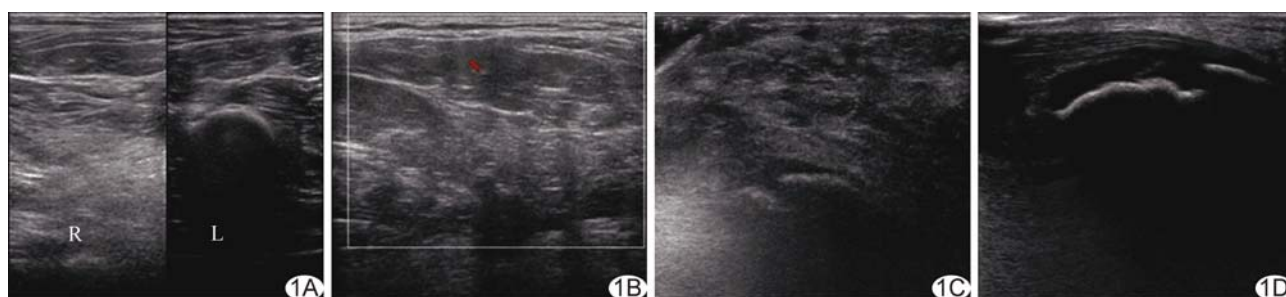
脂肪母细胞瘤病的超声表现 右侧大腿后方皮下脂肪层及肌层均较左侧增厚(A), 内可见点状血流信号(B), 右侧足跟皮下软组织(C)较对侧(D)明显增厚, 呈瘤样 (R: 右; L: 左)
